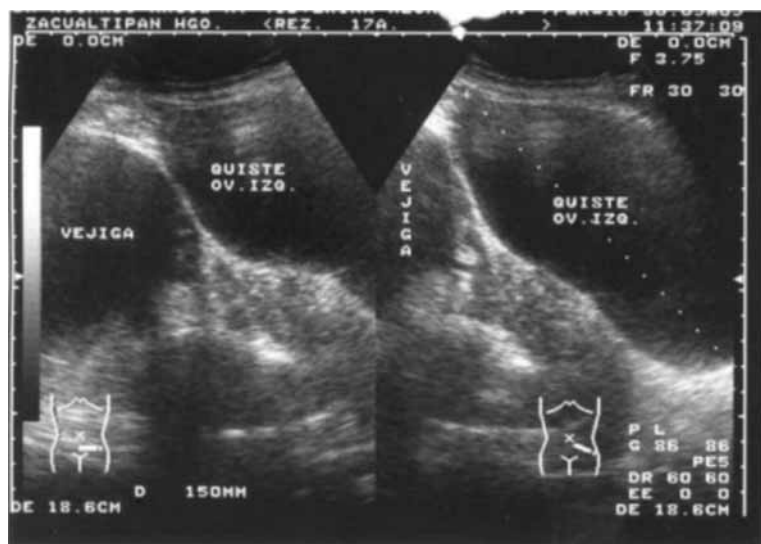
Ultrasonido pélvico que muestra imagen anecoica de aproximadamente $15 \times 8.8 \times 7.1$ cm en sus diámetros longitudinal, anteroposterior y transverso
